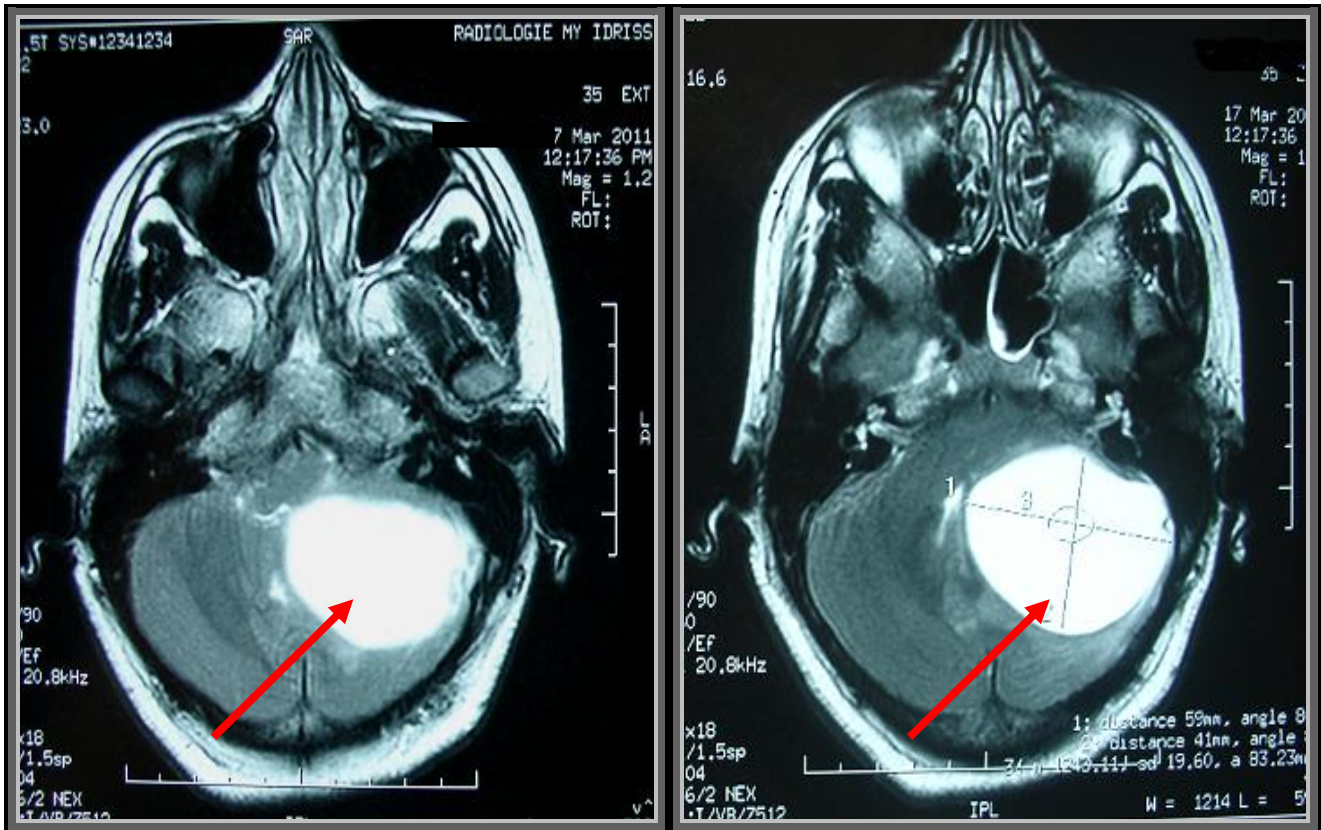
IRM cérébrale en coupes axiales, séquence pondérée T2 de la même patiente, montrant une lésion kystique cérébelleuse gauche (flèches), homogène, en hypersignal T2, refoulant le 4ème ventricule.
